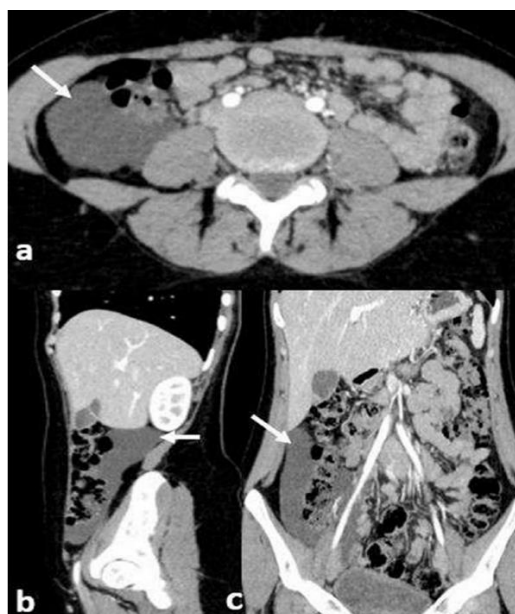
TDM abdomino-pelvienne réalisé après injection de produit de contraste avec reconstruction dans les trois plans de l'espace montrant une masse kystique hypo dense , de densité liquidienne pure (4UH) , sans paroi visible non rehaussé après injection du PDCI localise au niveau du colon ascendant .
